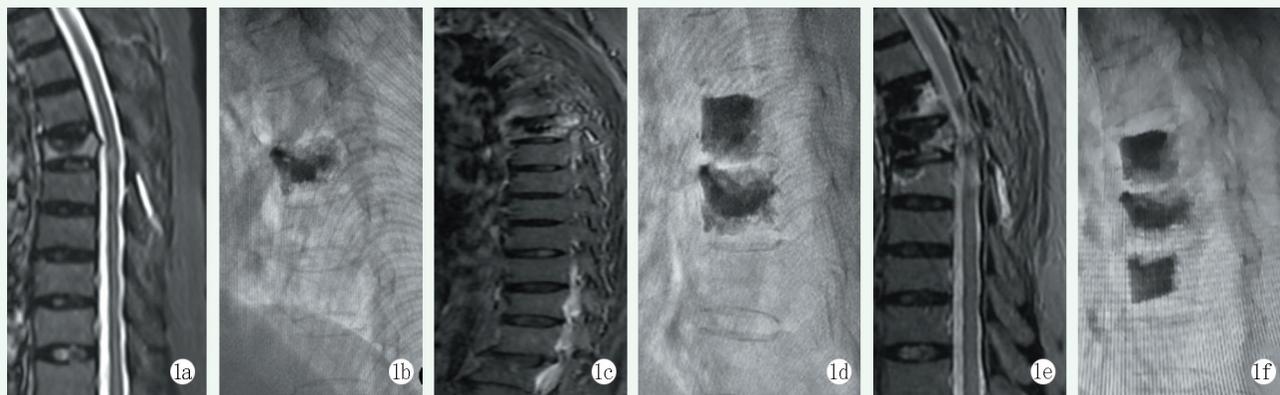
本例患者,女,80岁,胸腰椎压缩性骨折,行PKP治疗 1a:第1次术前胸椎MRI示T₆椎体T2压脂像呈高信号 1b:第1次术后胸椎侧位X线片示T₆骨水泥填充后表现 1c:第2次术前胸椎MRI示T₃椎体T2压脂像呈高信号,L₂椎体提示楔形变 1d:第2次术后胸椎侧位X线片示T₃骨水泥填充后表现 1e:第3次术前胸椎MRI示T₇椎体T2压脂像呈高信号 1f:第3次术后胸椎侧位X线片示T₇骨水泥填充后表现
